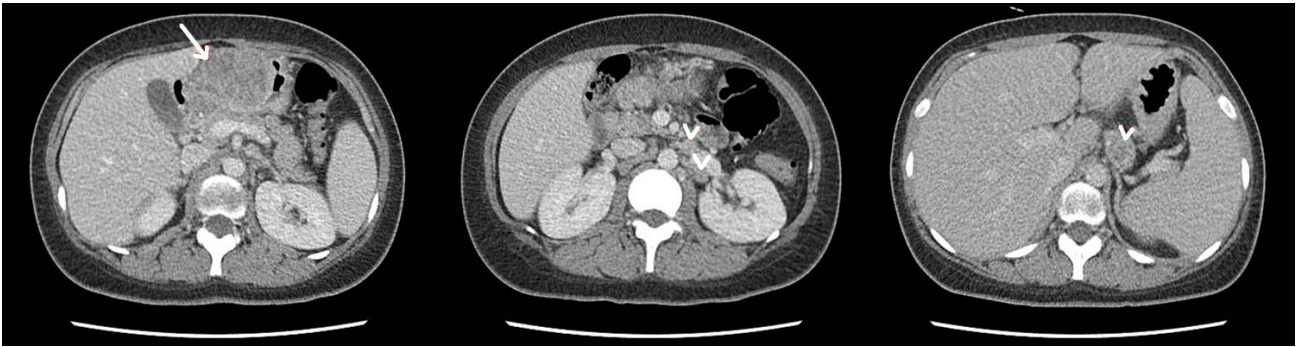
Abdominal and pelvic computed tomography at baseline, showing a large tumor (arrow) in the antrum of the stomach with metastasis to the perigastric, left gastric, celiac, paraaortic, and retroperitoneal lymph nodes (arrowheads).
